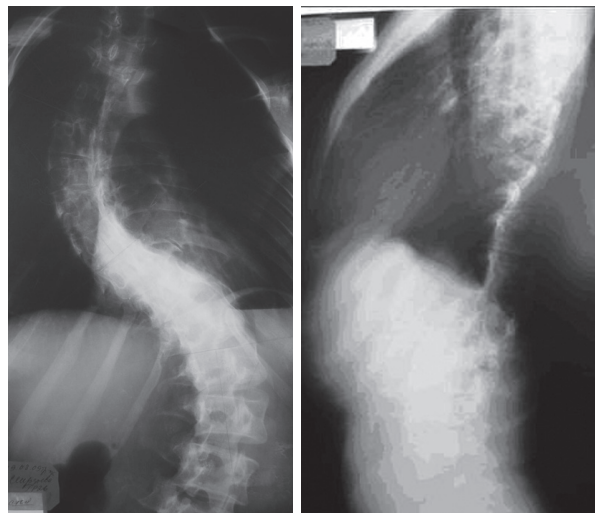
Рентгенограммы позвоночника в прямой и боковой проекциях больной Ю. до операции
